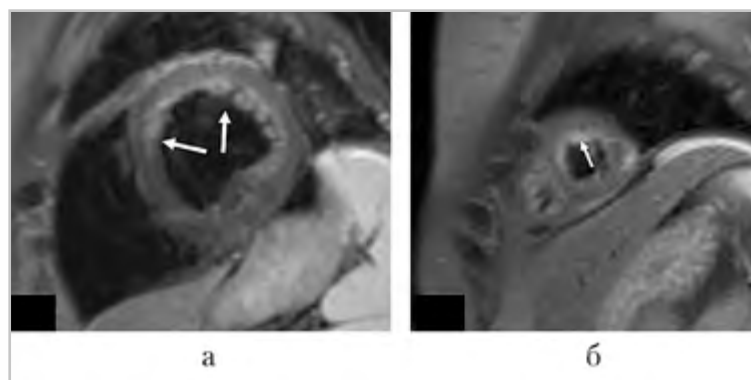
МР-томограммы пациентки Н.: T2-взвешенное изображение, 2-камерная проекция. *а* — отек миокарда в проекции передней и боковой стенок левого желудочка (*стрелка*); *б* — отек миокарда в проекции верхушки левого желудочка (*стрелка*)
